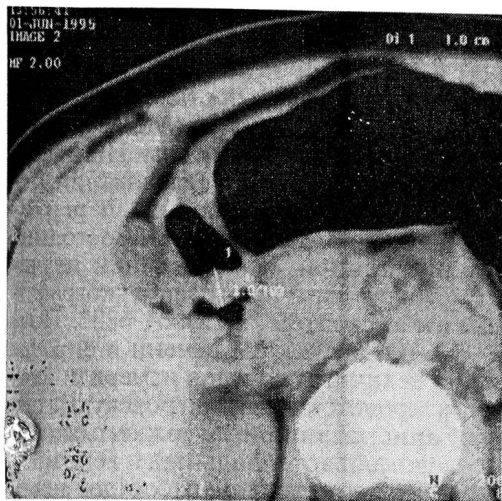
КТ желудка больной К., 29 лет. Небольшой эндофитный рак препилорического отдела. Определяется ограниченное утолщение задней стенки препилорического отдела желудка до 1,0 см.
